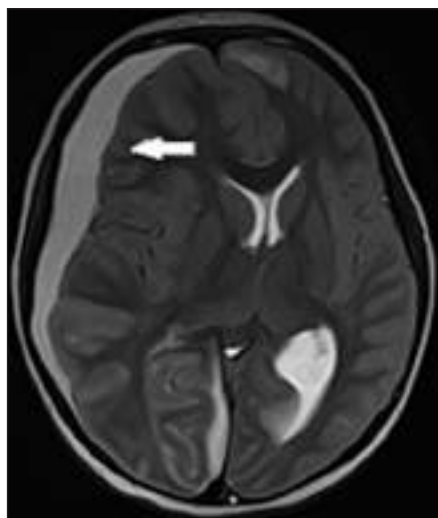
МРТ головы пациента М. 6 лет. на следующие сутки после госпитализации в НПЦ спец.мед.помощи детям. Вновь образовавшаяся субдуральная эмпиема справа над латеральными отделами правого полушария, вызывающая компрессию и дислокацию структур головного мозга (указано стрелкой).
